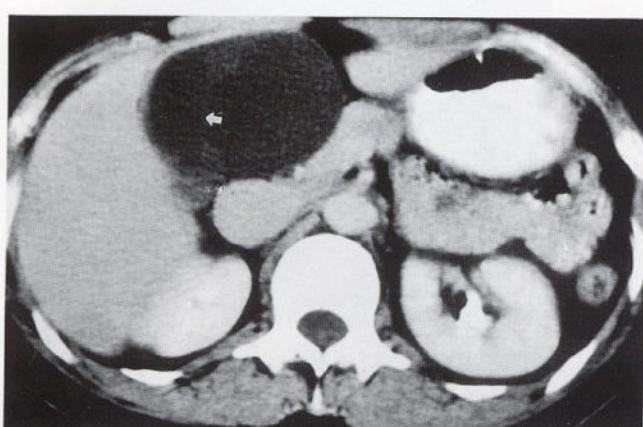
Contrast-enhanced CT shows a well-circumscribed cystic mass with thin septum(arrows) in the medial segment of the liver.
